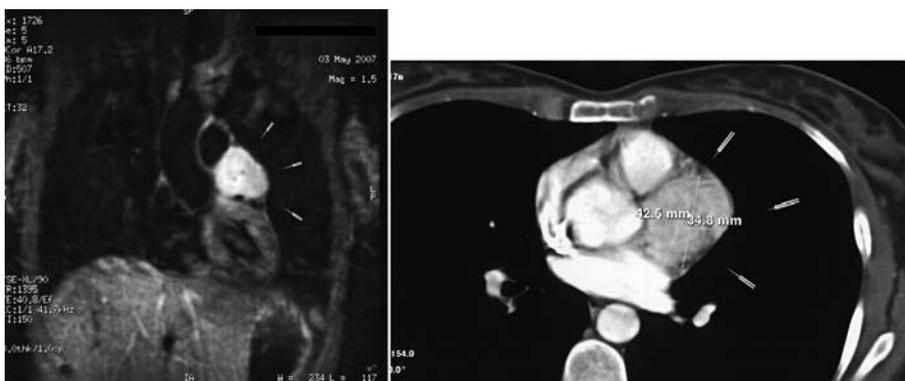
Tomografía computarizada torácica en la que se aprecia una lesión heterogénea de 4 × 4 cm a nivel cardiaco, por encima del ventrículo izquierdo y en relación con pericardio, e imagen de resonancia magnética que confirma estos hallazgos; destaca la señal hiperintensa que capta contraste, con signos de vascularización.
